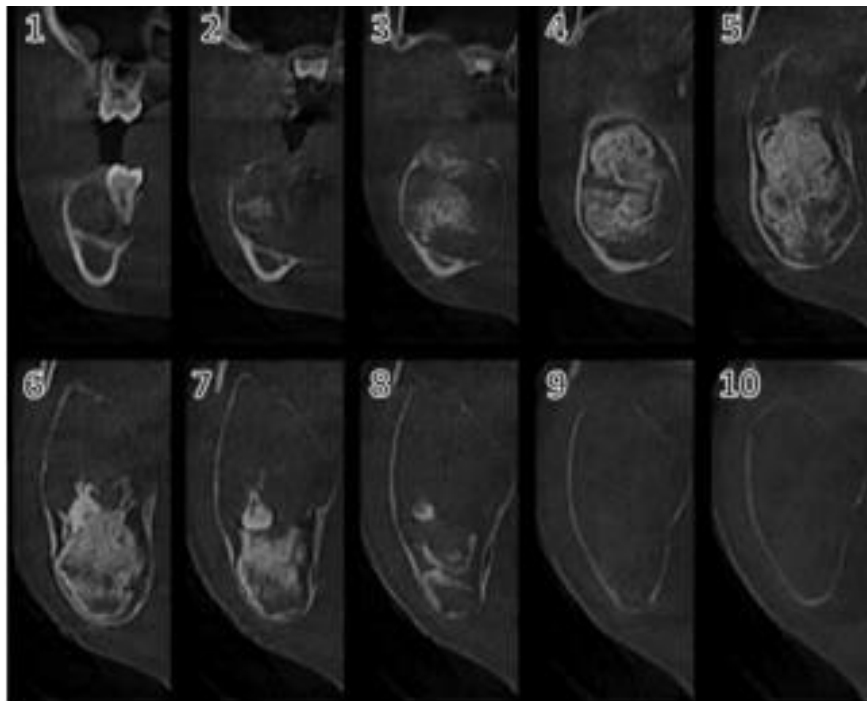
Tomografía computarizada cone-beam. Cortes transversales mandibulares.⁴⁰
